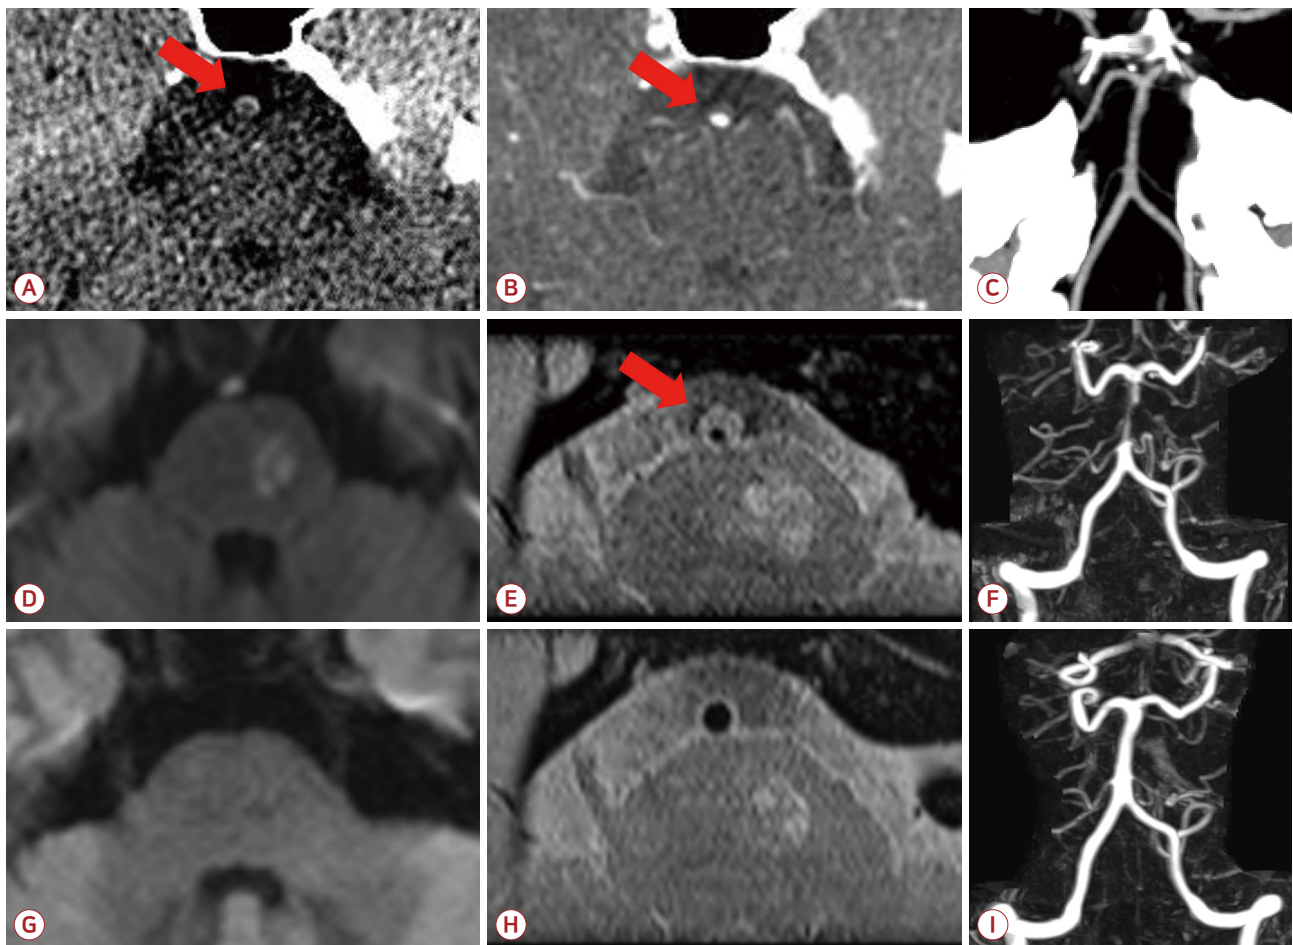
Brain CT, CTA, MRI and MRA of the patient. (A) Non-contrast brain CT shows eccentric high attenuation of the basilar arterial wall, which seems like crescent shape (arrow). (B) Brain CT angiography also shows that there is eccentric shape contrast filling defect in the basilar artery at axial section (arrow). (C) Brain CT angiography with coronal section shows mild stenosis in the basilar artery. (D) DWI shows left pons infarction. (E) Vessel wall MRI T2-weighted axial section imaging is demonstrating an eccentric shape of hyperintense signal in the basilar arterial wall (arrow). (F) MRA shows stenosis of basilar artery, between superior cerebellar artery and anterior inferior cerebellar artery outlet. (G) Eight-month follow-up DWI shows loss of high signal in left pons. (H) Eight-month follow-up vessel wall MRI T2-weighted axial section imaging reveals improvement of the basilar dissection while there is still high signal intensity lesion in left pons. (I) MRA shows improvement of the basilar artery stenosis. CT; computed tomography, CTA; computed tomography angiography, MRI; magnetic resonance imaging, MRA; magnetic resonance angiography, DWI; diffusion-weighted image.
